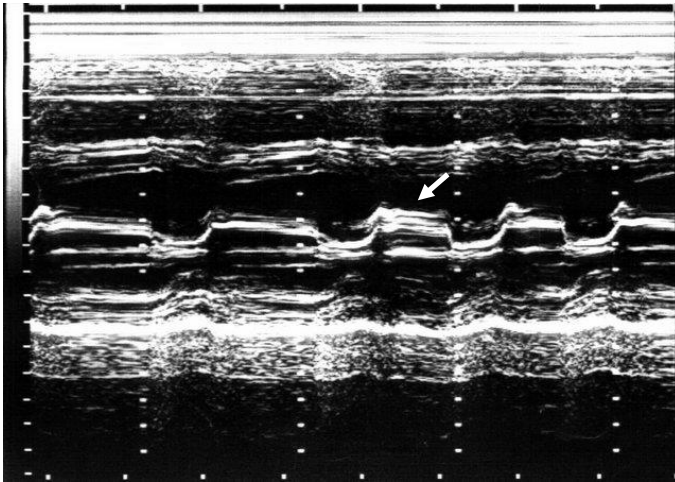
Эхокардиограмма (парастернальная позиция). Уплотнение кривой движения передней створки МК в диастолу, резкое снижение амплитуды А-волны, однонаправленное движение передней и задней створок МК. Фиброз створок и ограничение подвижности задней створки митрального клапана(стрелка). Митральный стеноз
